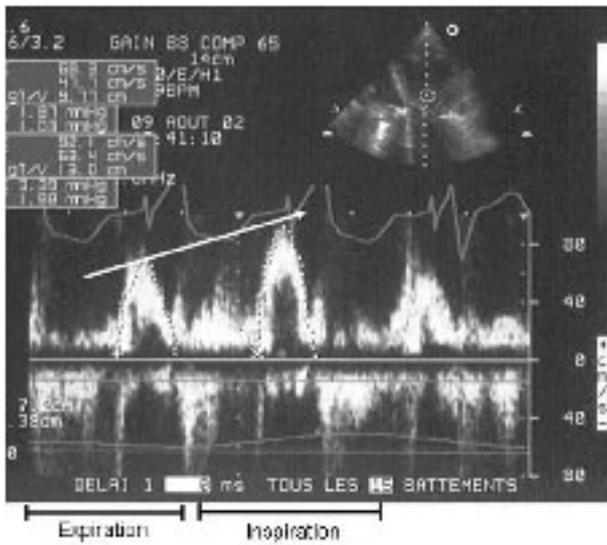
Doppler pulsé du flux tricuspide témoignant de l'augmentation inspiratoire du retour veineux au ventricule droit.
